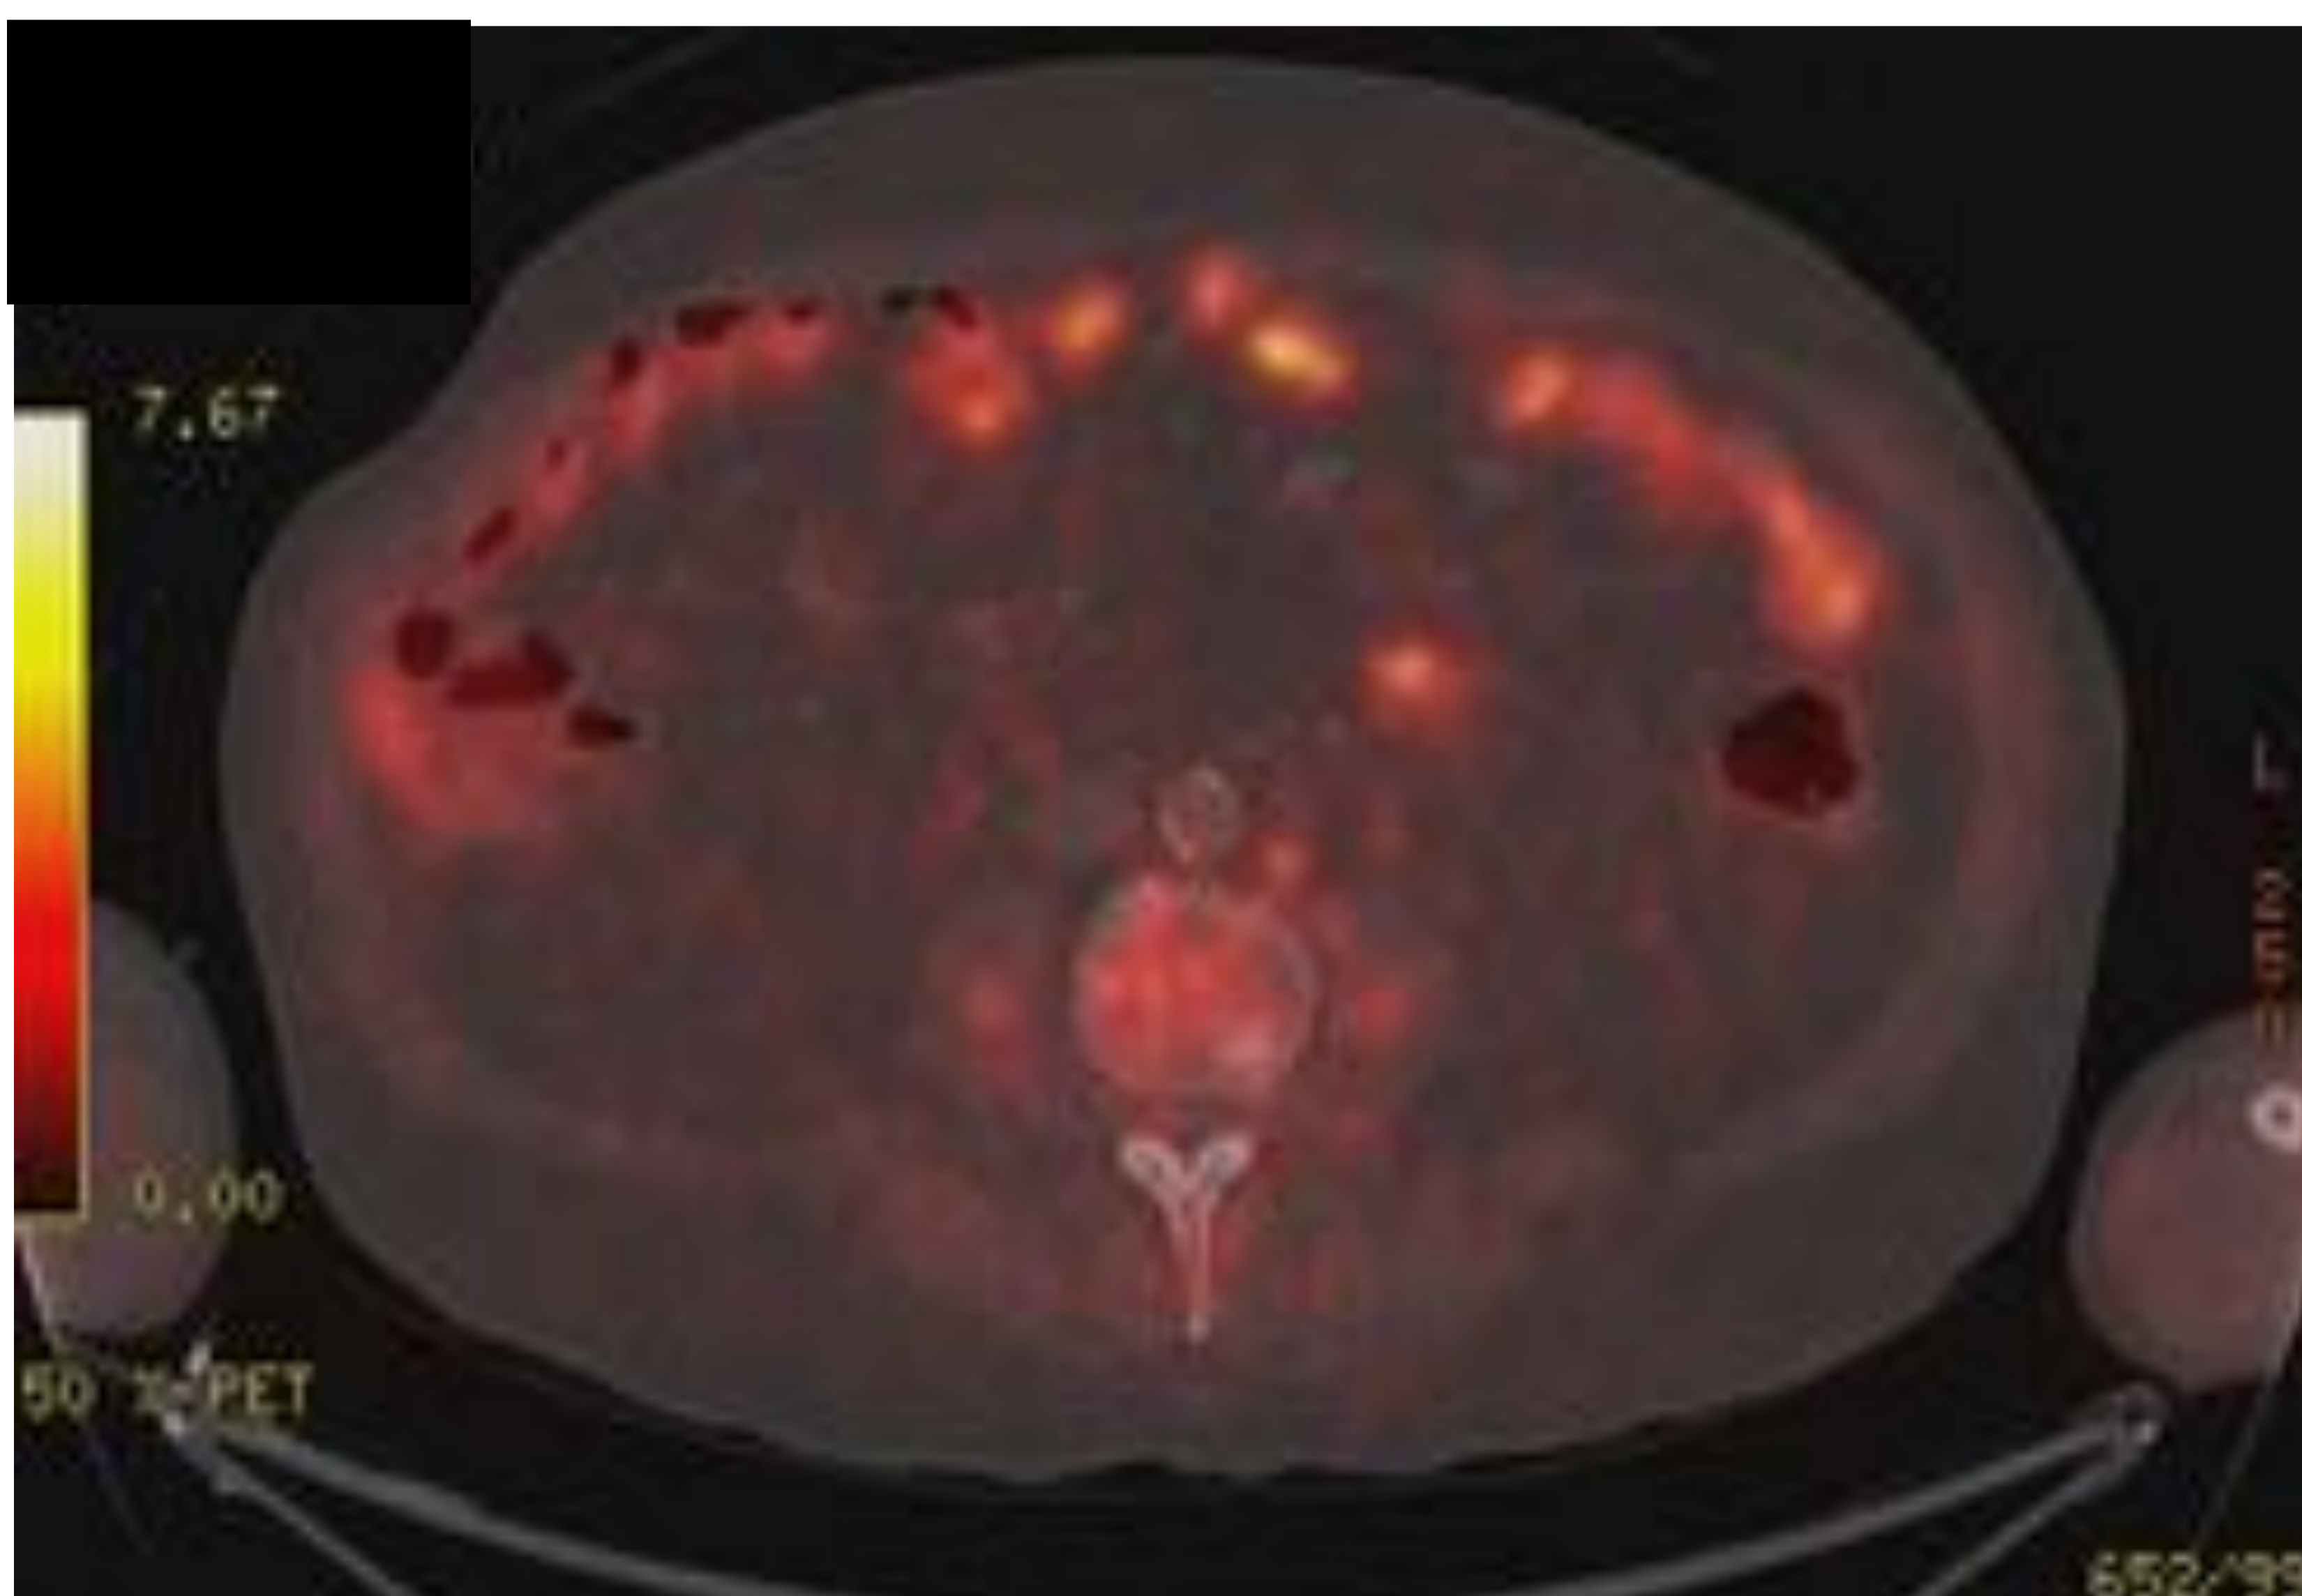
PET-TC Corte axial, a nivel abdominal: Nódulo de 9 milímetros hipermetabólico paraaórtico izquierdo sospechoso de metástasis. (Imagen cortesía del Servicio de Medicina Nuclear del Hospital de Cruces, Barakaldo)
